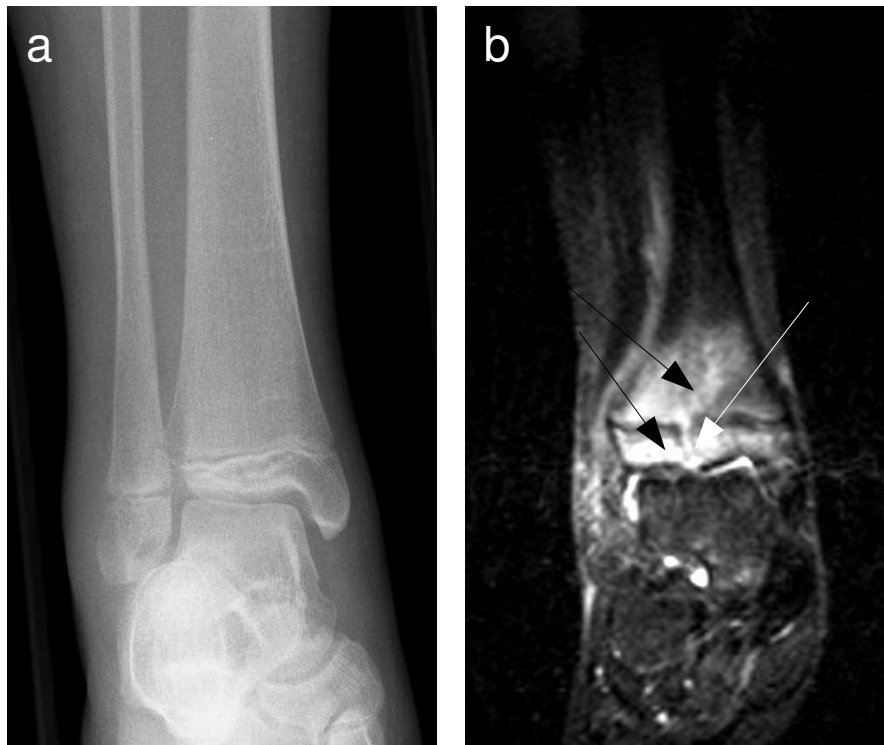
12-jähriges Mädchen nach Inversionstrauma beim Skifahren. Im konventionellen Röntgen (a) kein Frakturnachweis, in der MRT (STIR-Sequenz) (b) dagegen deutlich zu erkennende SH-3-Fraktur der distalen Tibia (weißer Pfeil). Darüber hinaus ausgeprägter Bone bruise sowohl der Meta- als auch Epiphyse (schwarze Pfeile)
